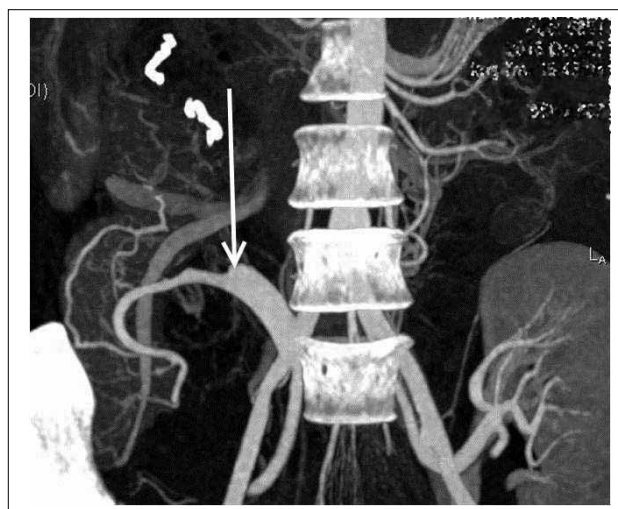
КТ-ангиография: окклюзионный тромбоз верхнебрыжечной артерии ТПЖ (дефект наполнения отмечен белой стрелкой). Хорошо визуализируется коллатеральная сосудистая сеть, питаемая селезеночной артерией трансплантата
